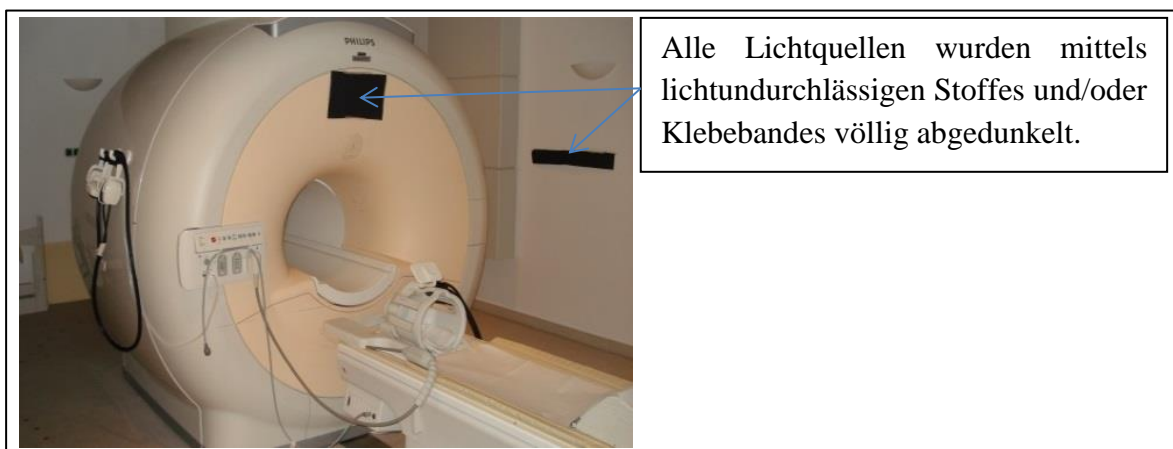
3-T-(f)MRT-Gerät der Philipps GmbH im Zentralklinikum der Universität zu Lübeck
